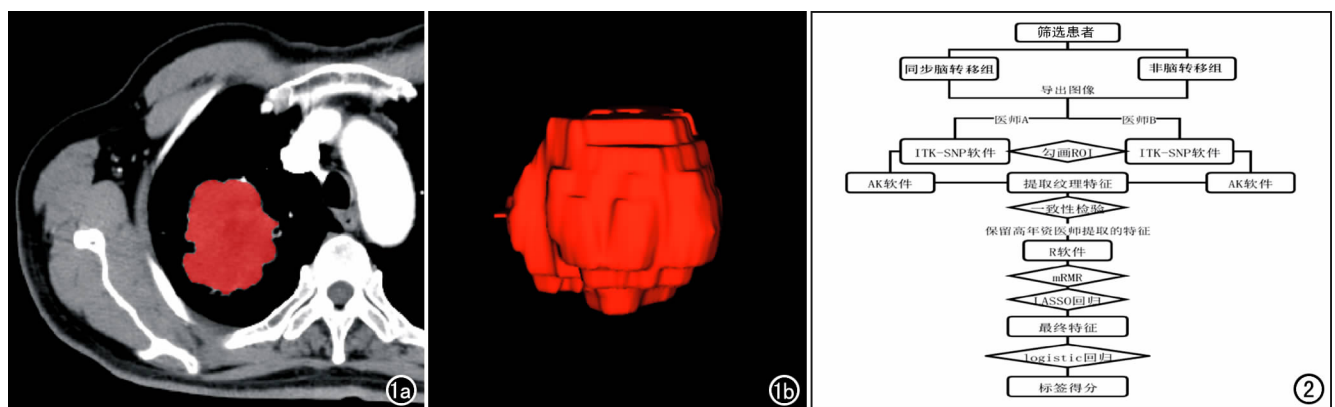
肺癌病灶容积 ROI 的获取方法。a)CT 动脉期图像,沿肿瘤边缘勾画 ROI(红色区域);b)肿瘤所有层面的 ROI 融合后形成三维图像。图 2 影像组学分析流程图。
